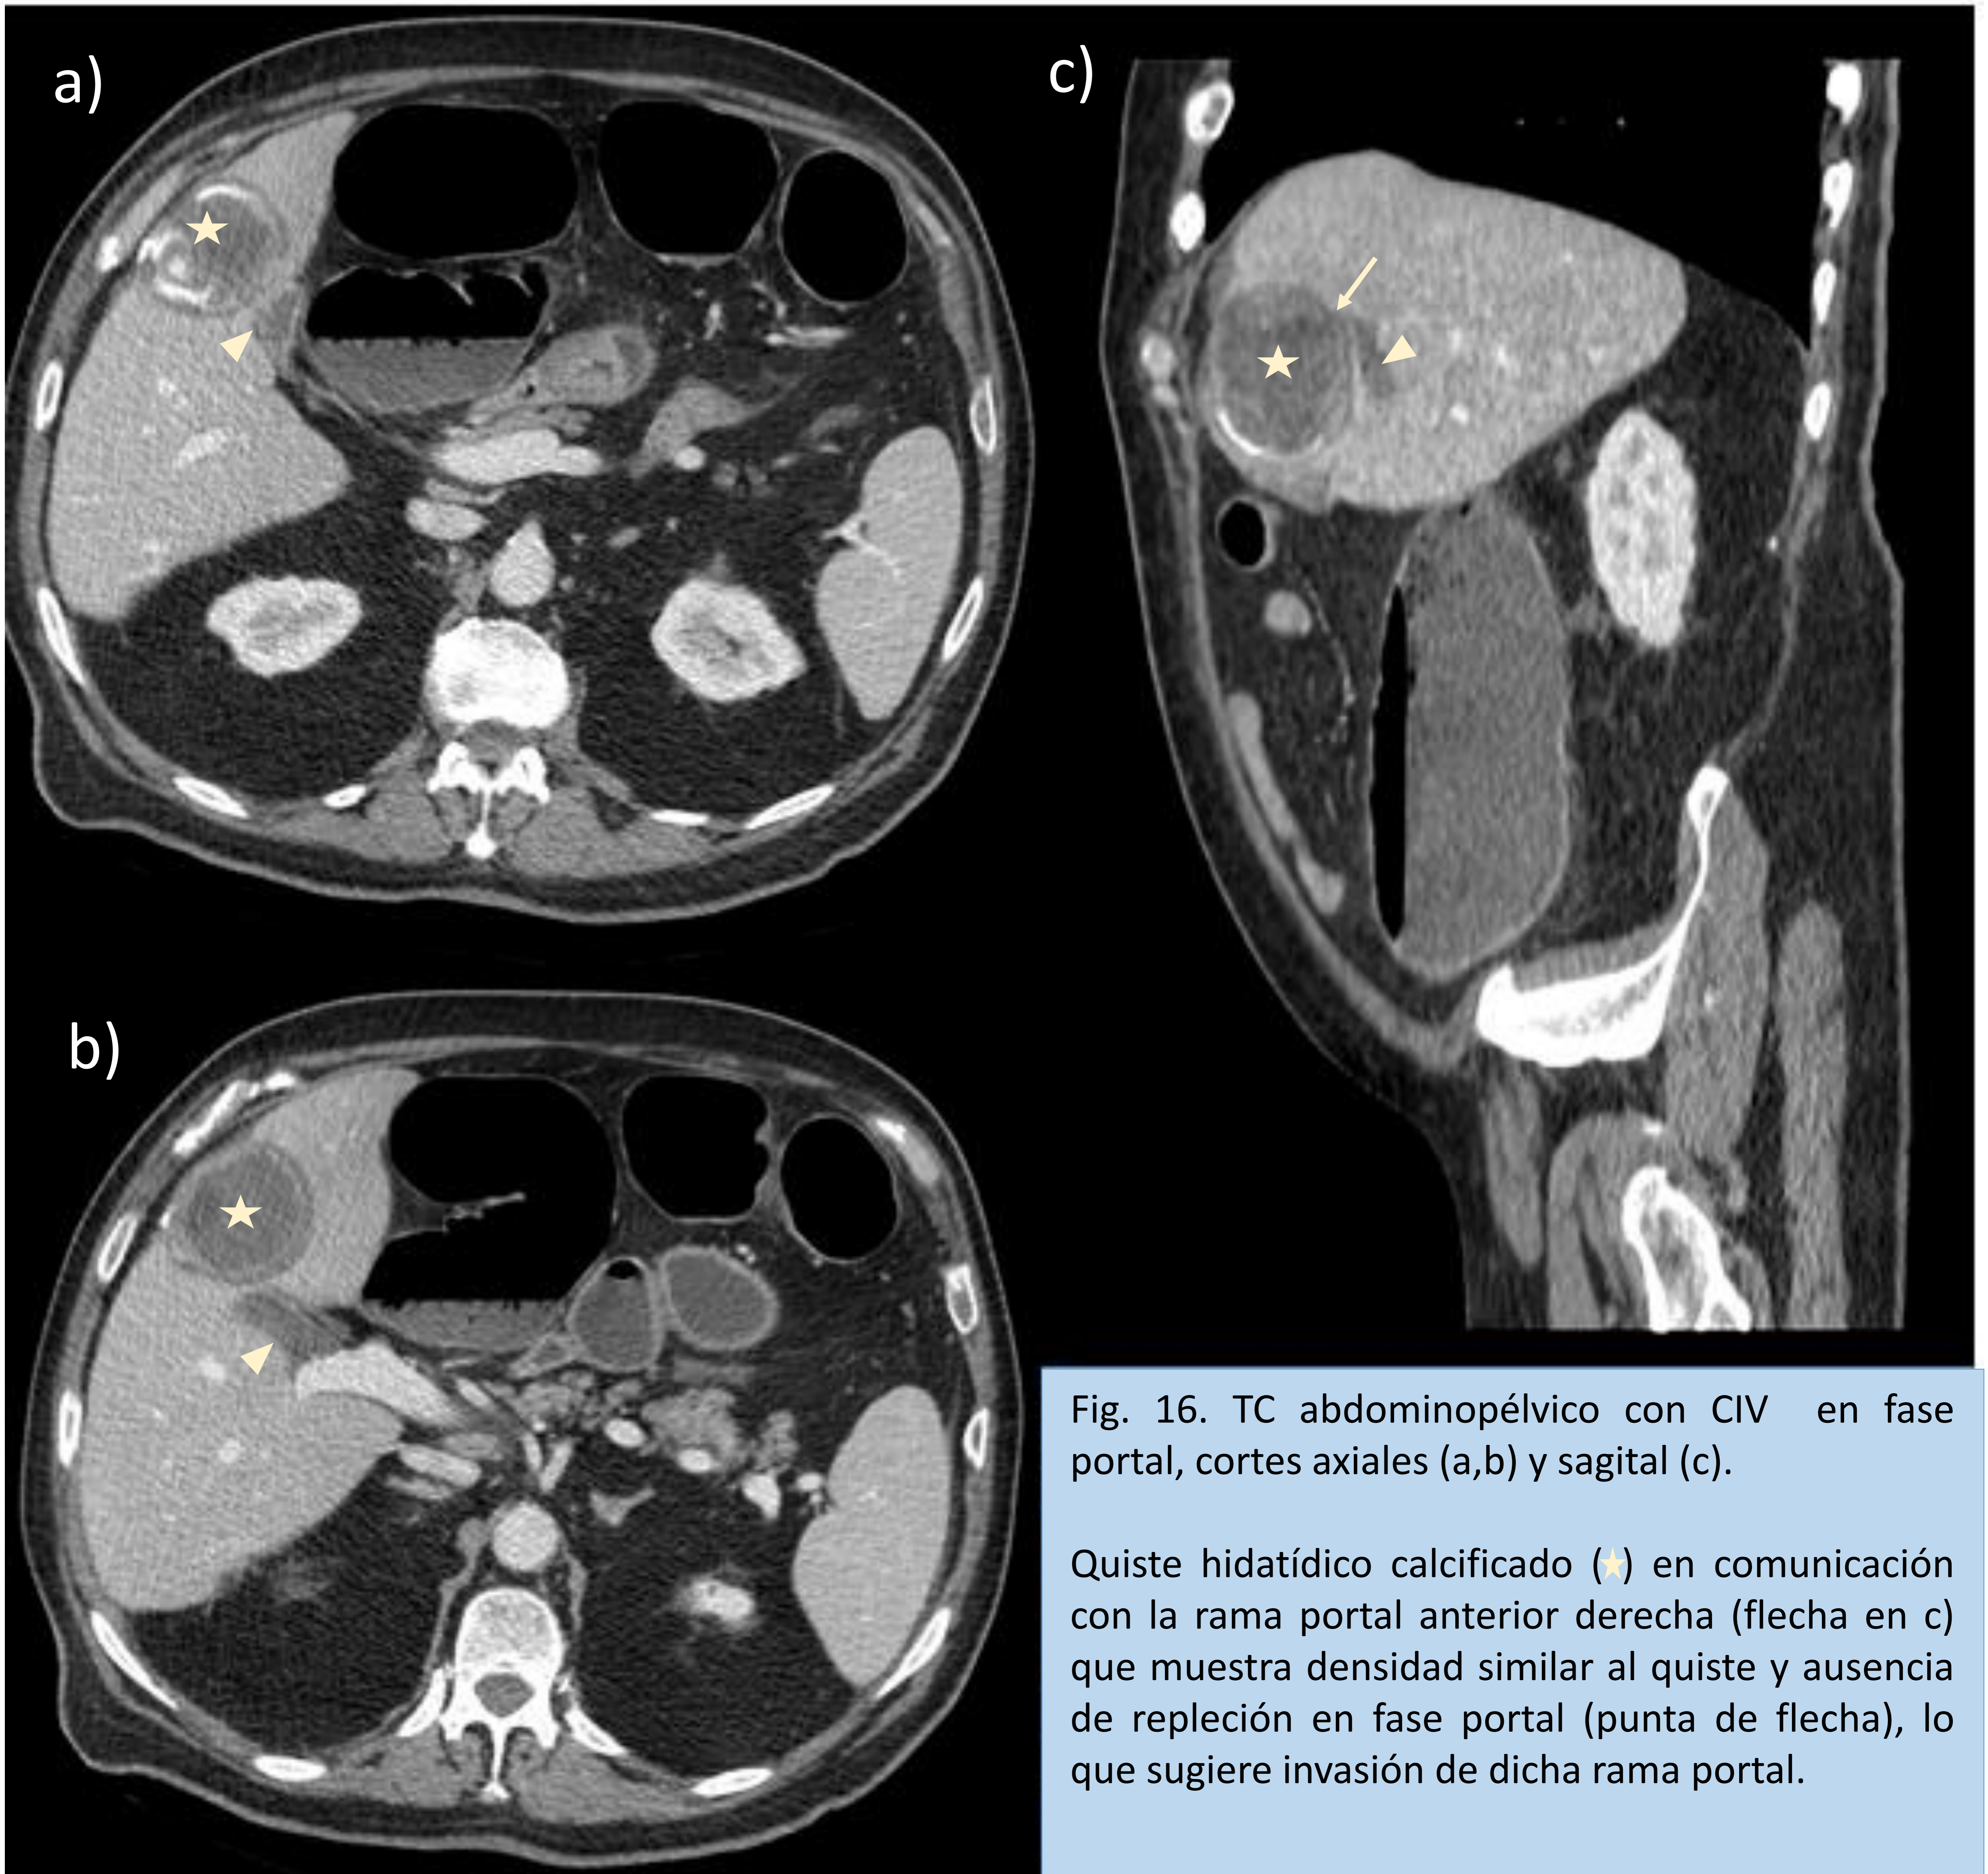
TC abdominopélvico con CIV en fase portal, cortes axiales (a,b) y sagital (c).
